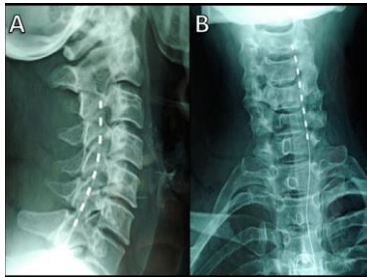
Postoperative frontal (A) and lateral (B) X-ray views showing cervical placement of the epidural percutaneous octopolar lead showing the electrode contact in a staged position from C3 to C7.
